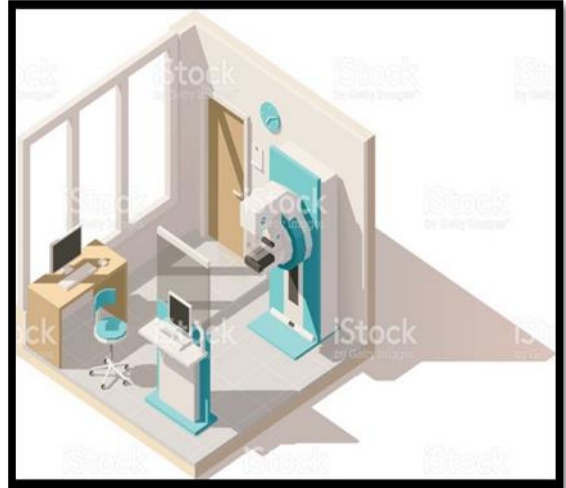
Salle d'IRM : Source : <https://www.google.com>
